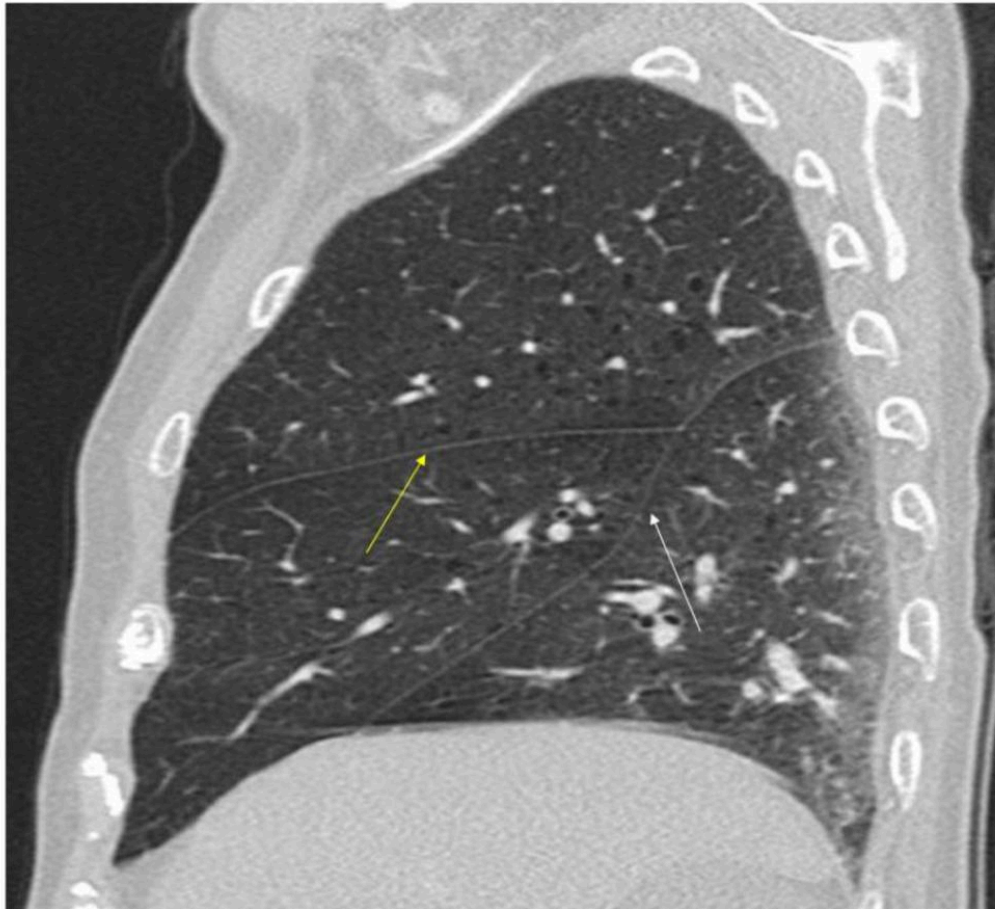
Corte sagital de TAC torácico de un paciente con situs ambiguo y poliesplenia en el que se identificó la presencia de un pulmón derecho separado por una cisura mayor(Figura 12) y un pulmón izquierdo separado por dos cisuras; una mayor (flecha blanca) y otra menor (flecha amarilla).
